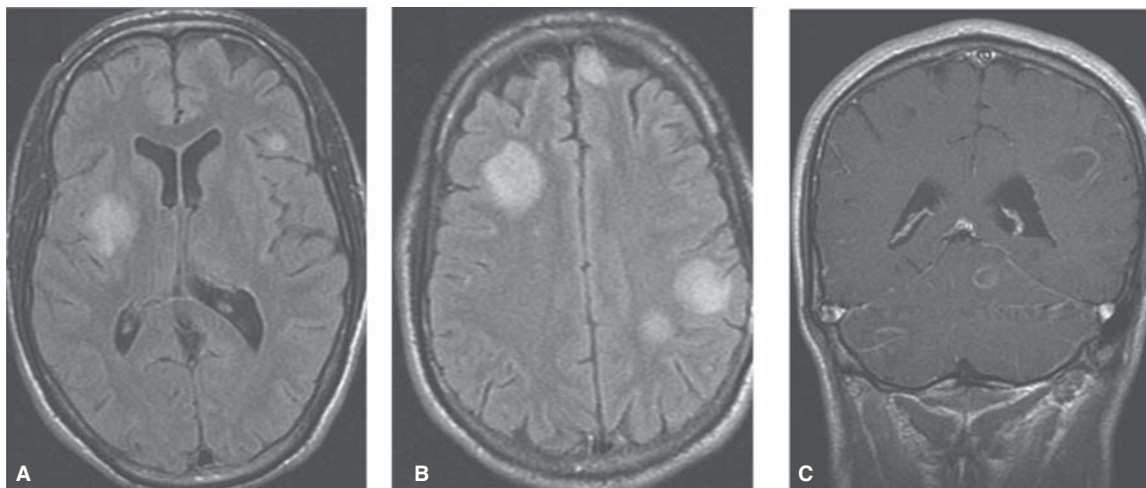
Toxoplasmosis. RM secuencias FLAIR axial y coronal eco de espín T1 con medio de contraste. Lesiones múltiples redondeadas en los núcleos grises de la base corteza frontal parietal y cerebelo. Realce en anillo con el medio de contraste.
